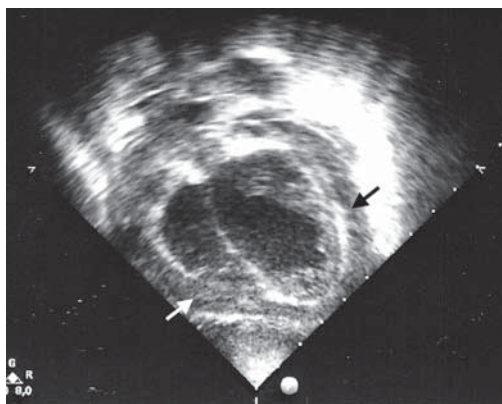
Ecocardiografía modo 2D. Derrame pericárdico fibrinoso alrededor de toda la cavidad cardíaca (flechas).
